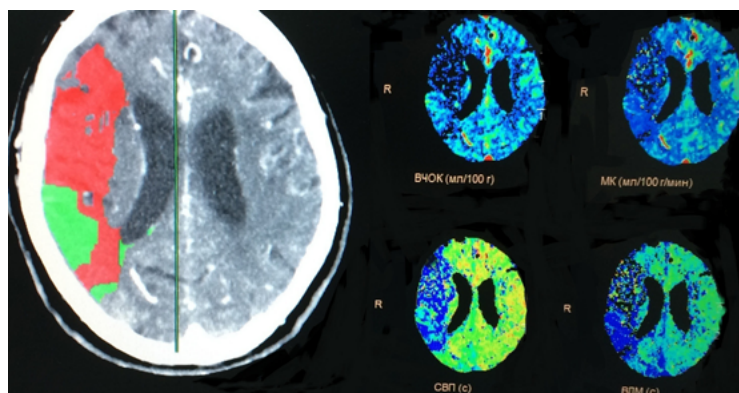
Совмещение перфузионных карт с анатомическим срезом. Красным обозначено ядро инфаркта с внутричерепным объёмом крови 1,8 мл/100 г ткани (зона необратимых изменений). Зелёным цветом обозначена зона обратимой ишемии (пенумбра). Показатели перфузии: ВЧОК — внутричерепной объём крови; МК — мозговой кровоток; СВП — среднее время прохождения; ВДМ — время достижения максимума
